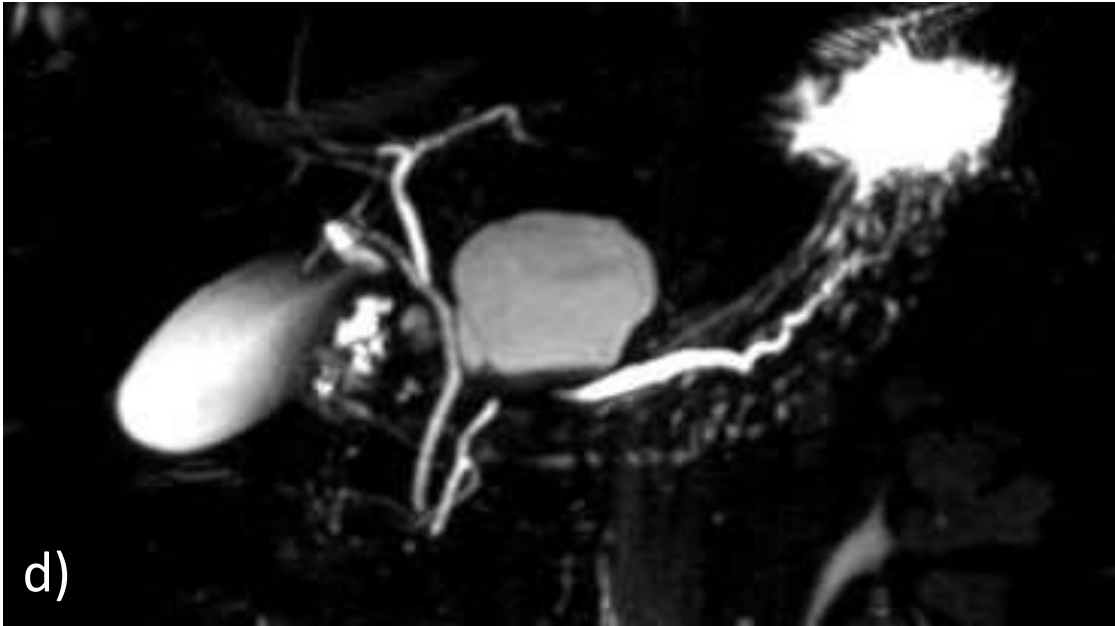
Patrón radiológico mixto. d) colangio RMI ; e) DWI: áreas sólidas con restricción en difusión; f) pieza quirúrgica.
